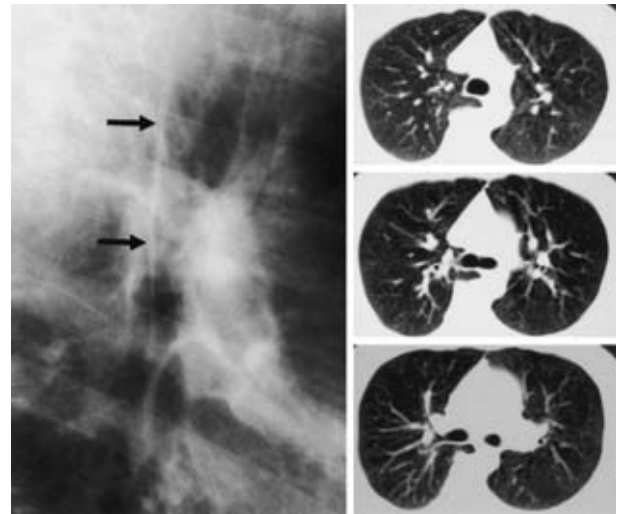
Lateral radiograph and CT of azygos lobe. The arrows indicate a continuous line ranging from the trachea to the right intermediate bronchus.
